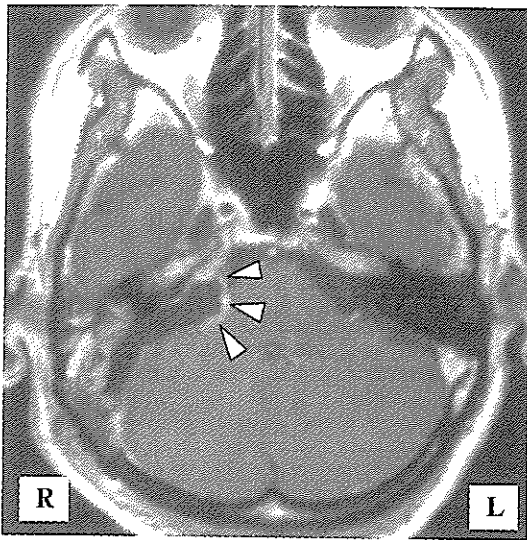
手術直後のMRI。癒着が強固であったため顔面神経周囲の腫瘍を残している(矢頭)。
